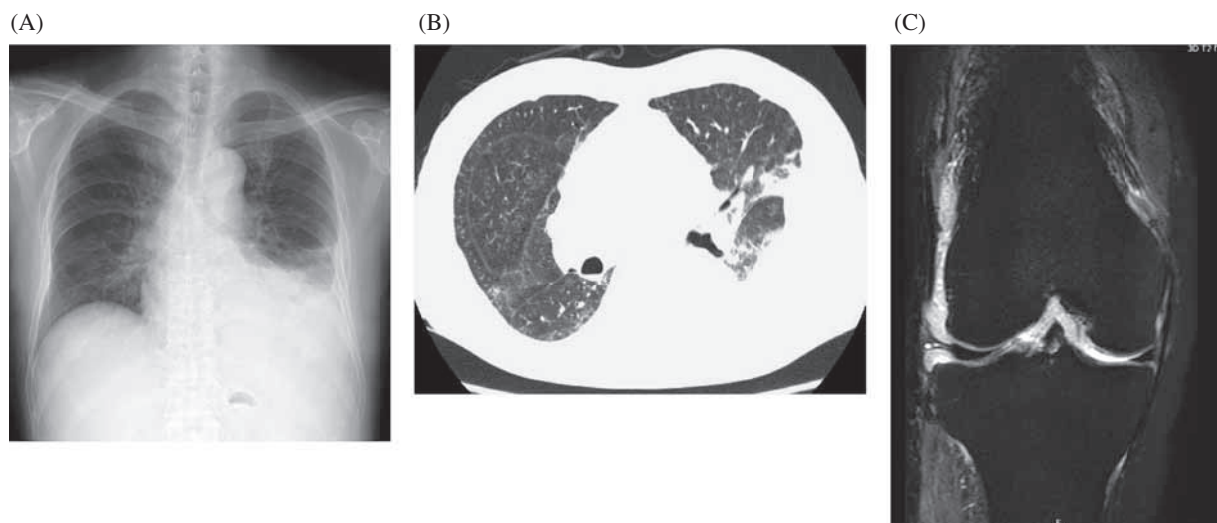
Chest radiographic examination on admission. (A) Chest X-ray and (B) computed tomography of the chest demonstrate pleural effusion on the left side. In the knee MRI examination on admission (C), a high signal in the fat-sat T2-weighted image exhibited thickening of the right knee joint synovium.
